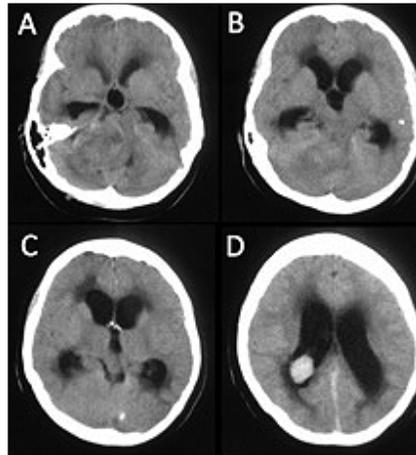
TAC de cráneo simple: ventriculomegalia tricameral con edema transependimario por compresión del IV ventrículo por lesión expansiva del ángulo pontocerebeloso derecho, además en la imagen D se evidencia lesión expansiva en atrio ventricular derecho con marcada captación del medio de contraste.
